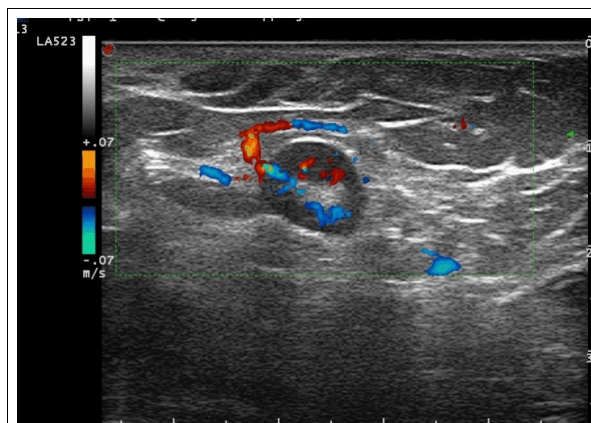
Ganglio axilar con Doppler color positivo.
